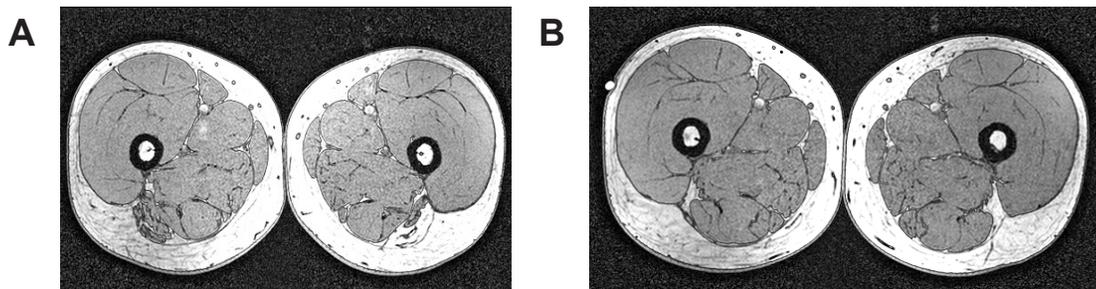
Muskelhypertrophie Effekte im Skelettmuskel-MRT: A – vor dem Training, B – nach dem Training
